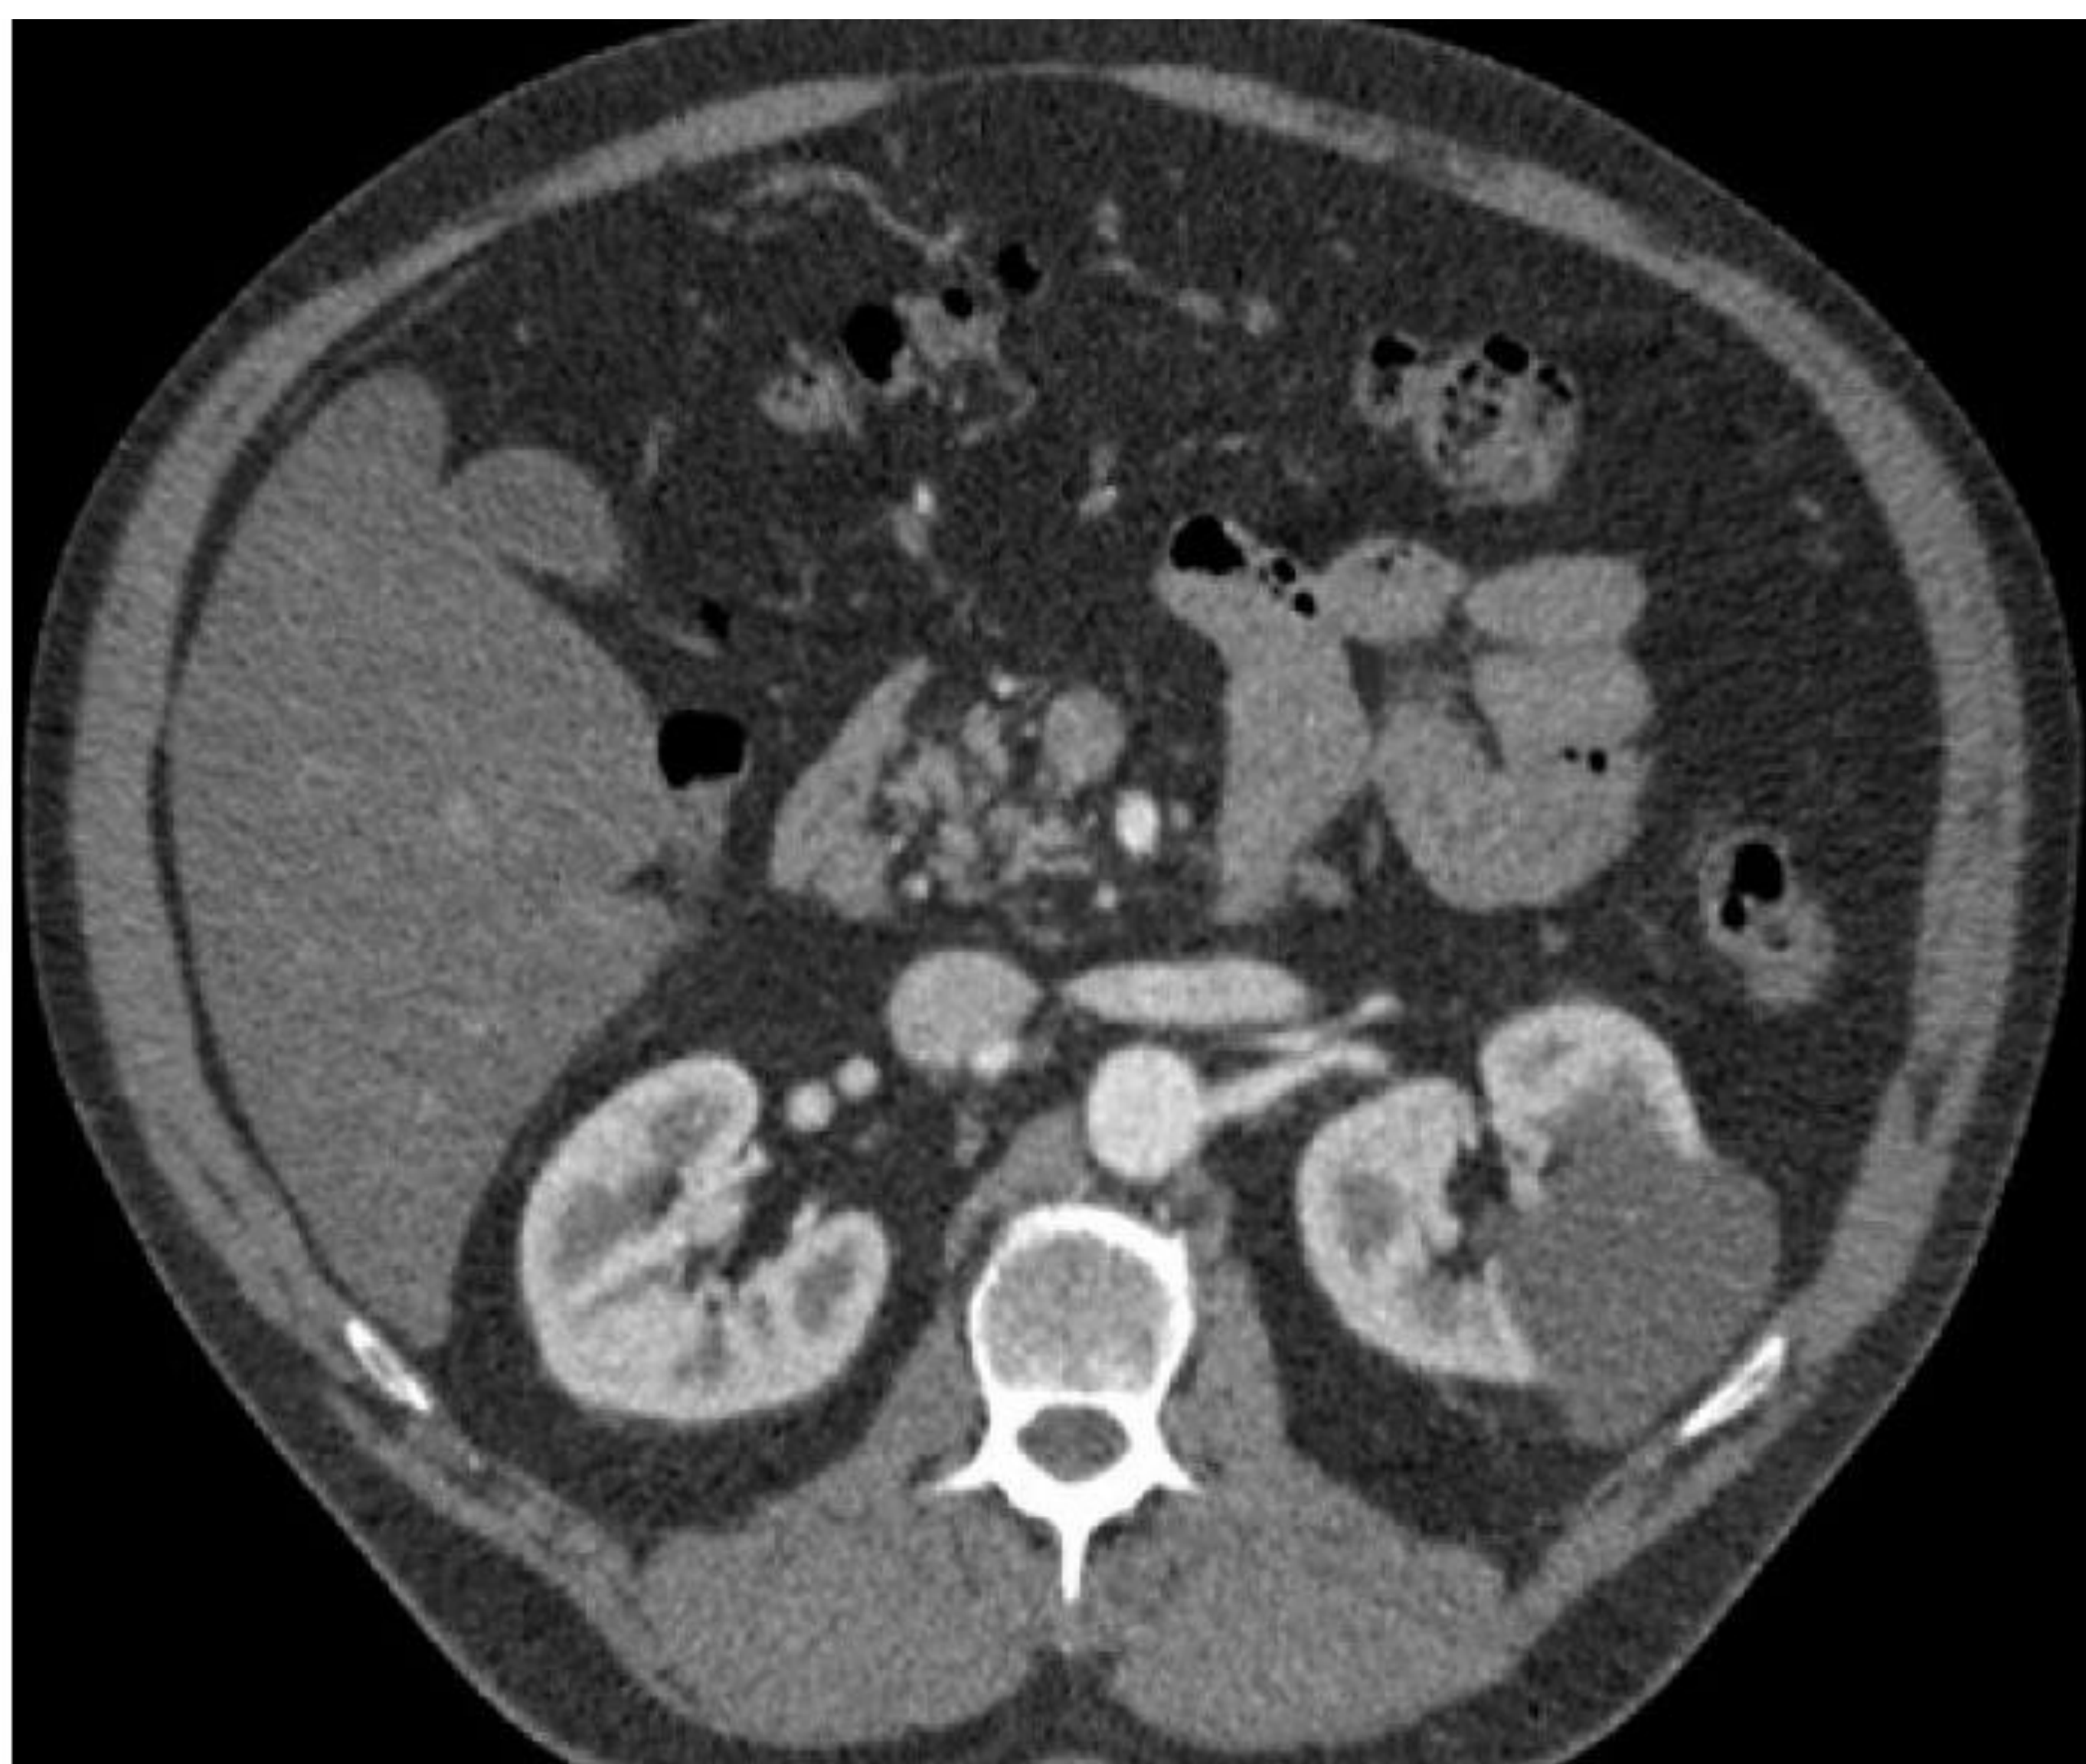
Paciente de 55 años que acude al servicio de Urgencias por sospecha de diverticulitis. El TC realizado en fase venosa portal muestra un voluminoso quiste renal izquierdo con finos septos internos, se recomienda ampliar estudio mediante CEUS para mejor caracterización. Se objetiva intenso realce de los septos categorizando el quiste como Bosniak III. Se decide actitud conservadora con controles periódicos mediante CEUS. La lesión permanece estable desde 2018.
